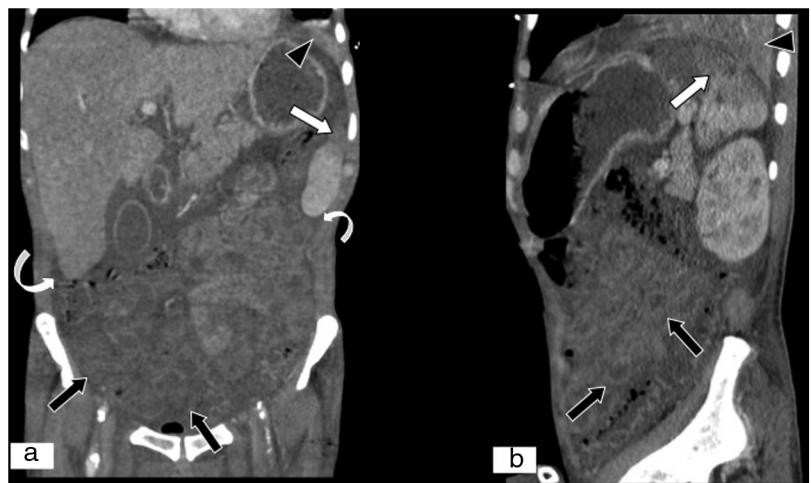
Isquemia mesentérica no oclusiva en paciente con shock séptico. A) Reconstrucción MPR en plano coronal. B) Reconstrucción MPR en plano sagital de tomografía computarizada (TC) abdominopélvica, ambas con contraste intravenoso yodado en fase portal. Disminución de la atenuación en el extremo superolateral del bazo por infarto en contexto de shock séptico (flechas blancas). Disminución del realce parietal de asas de intestino delgado y colon debido a la hipoperfusión secundaria a bajo gasto por shock séptico (flechas negras). Presencia de líquido libre (flechas blancas curvas). Condensación alveolar en lóbulo inferior izquierdo (puntas de flecha negras).
